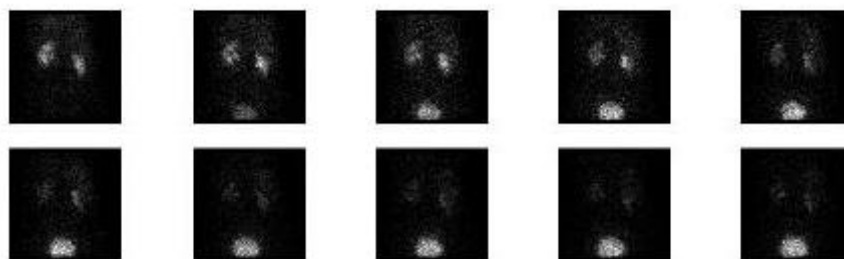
Серія кадрів динамічної реносцинтиграфії
